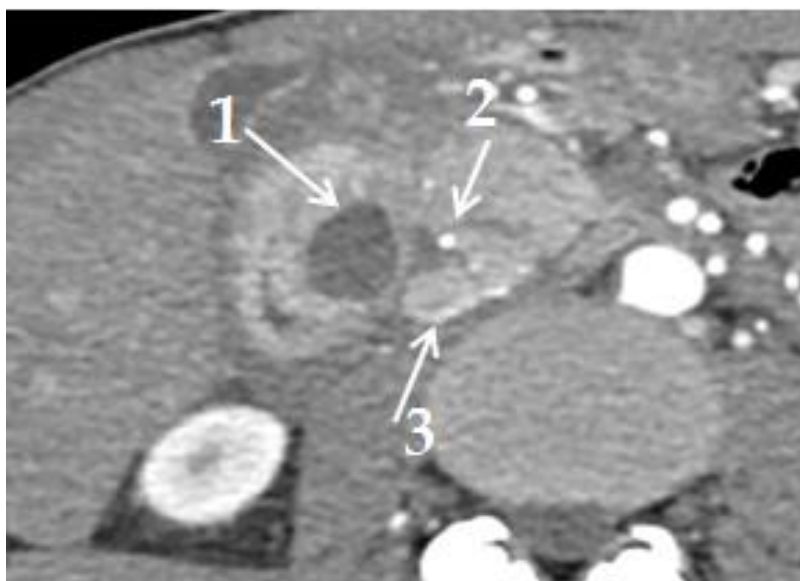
КТ, артериальная фаза контрастного усиления. 1 – киста в стенке ДПК; 2 – гастродуоденальная артерия, 3 - головка ПЖ
